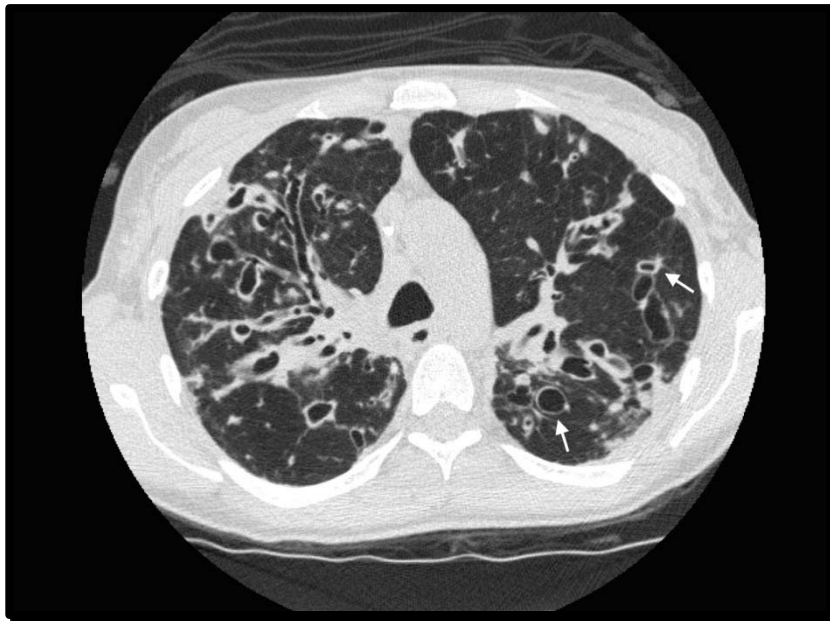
TDM thoracique d'un enfant de 10 ans atteint d'une mucoviscidose avec dilatation des bronches [79].
